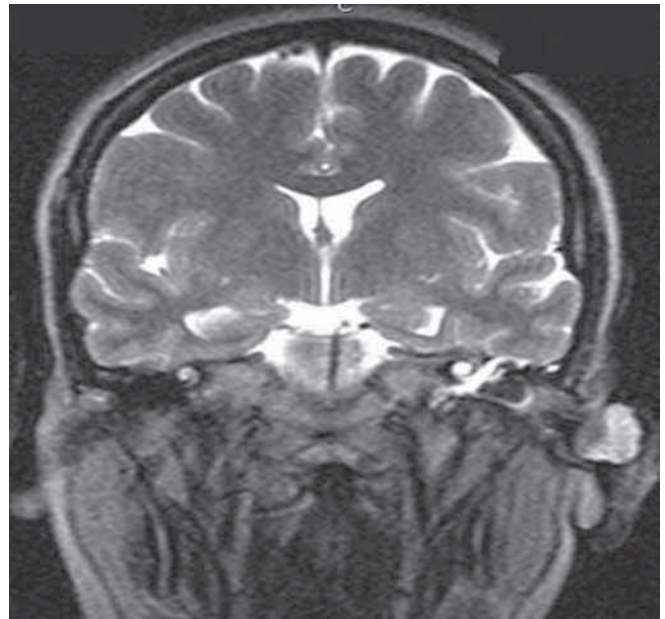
Resonancia magnética craneal.
